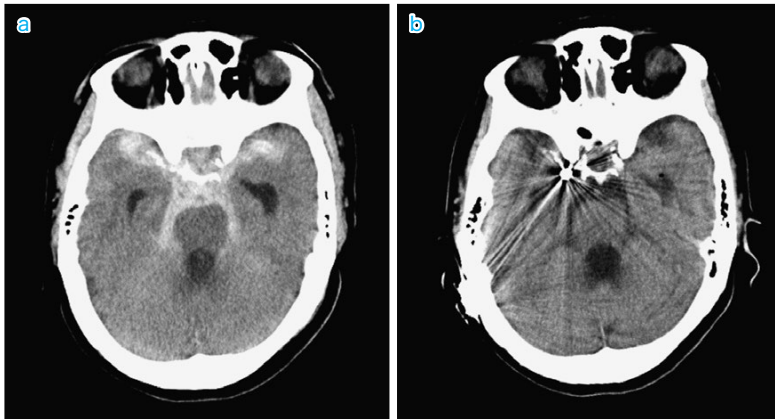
くも膜下出血発症時および当院転院時の頭部単純CT所見
